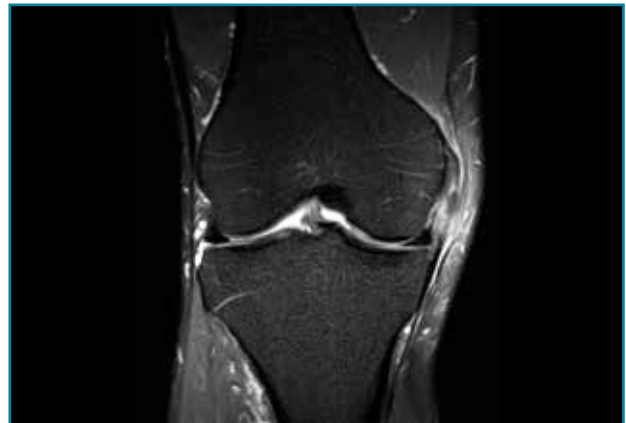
Corte de secuencia coronal T2 Fat-Sat de resonancia magnética de rodilla: edema y pequeña rotura de fibras mediales del ligamento lateral interno (LLI). Esguince del LLI de grado II.
